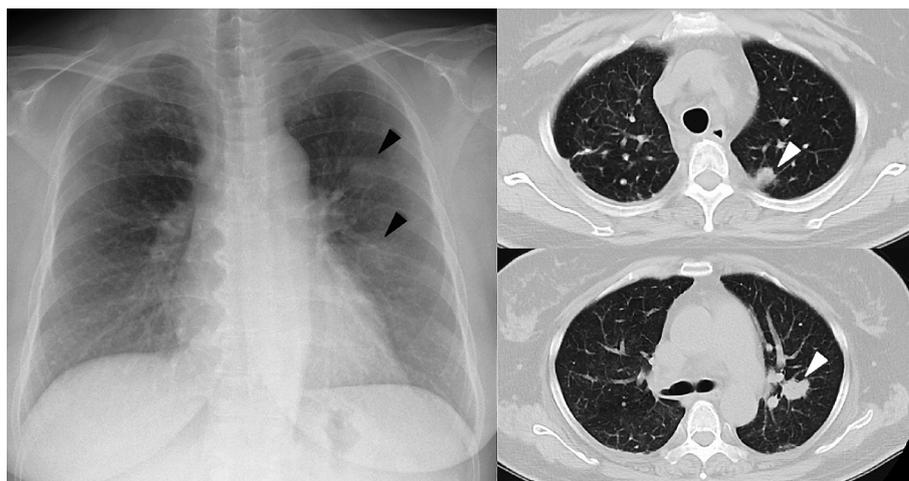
Both chest X-ray and chest CT on admission show solid nodules on bilateral ground glass appearance.
